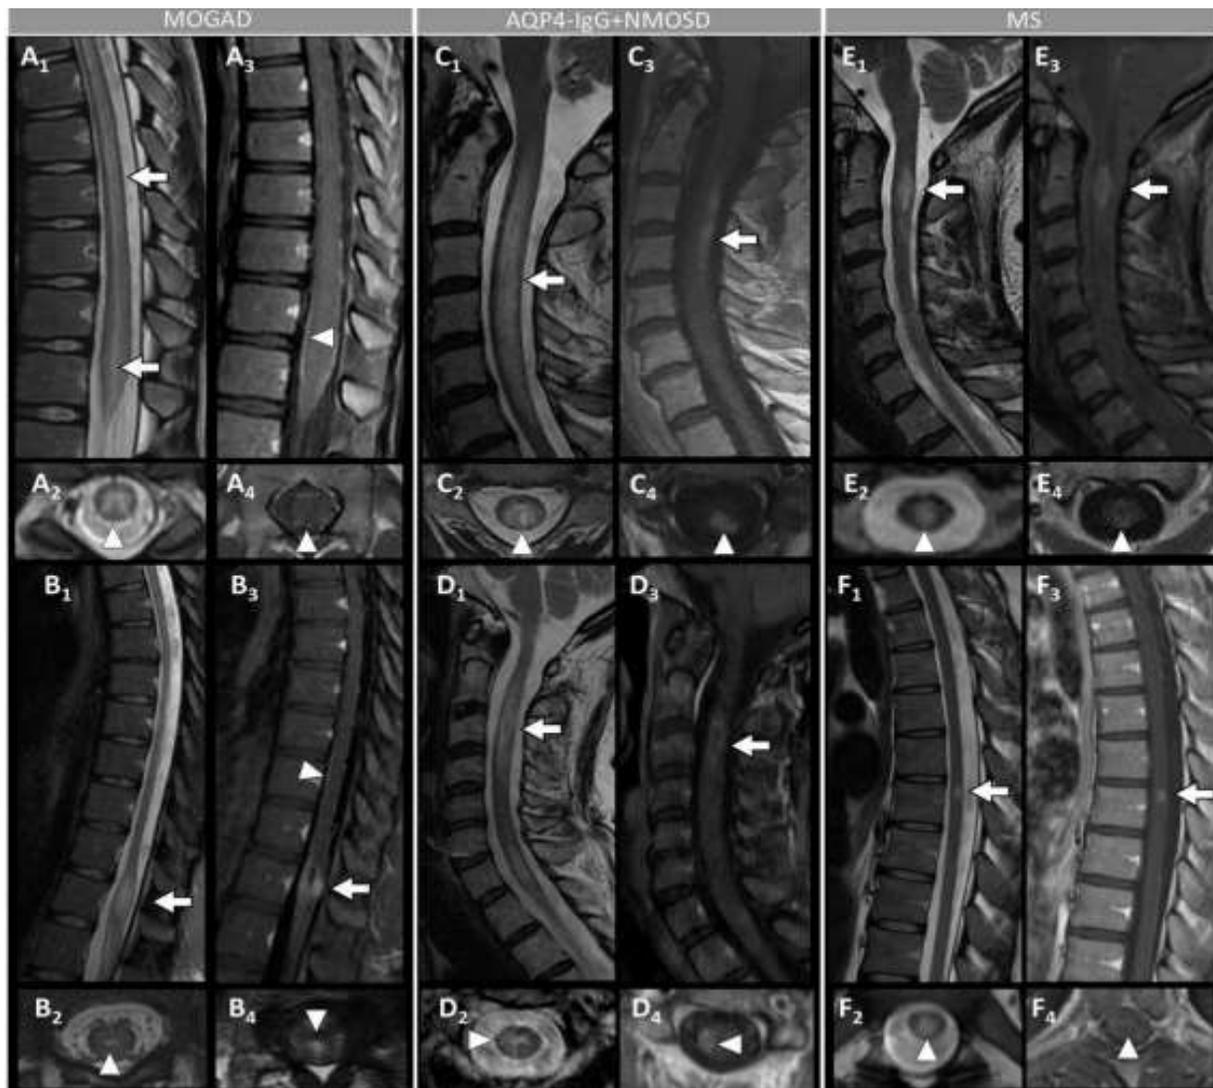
Caractéristiques de l'IRM de la moelle épinière chez les patients atteints de MOGAD, AQP4-IgG + NMOSD et de SEP[9]
